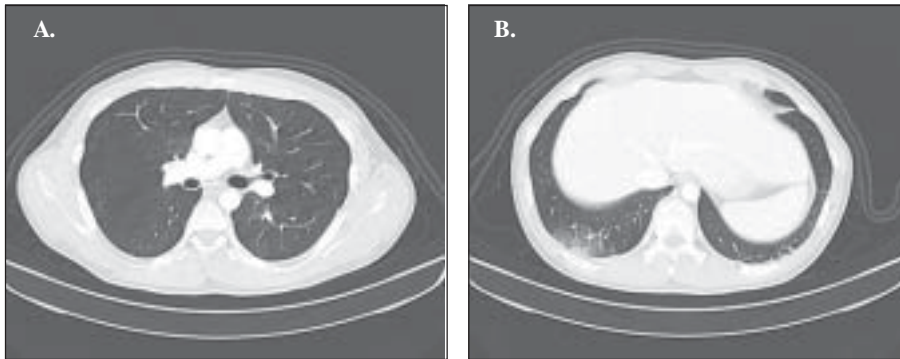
Angiotomografía de tórax que muestra alteraciones compatibles con Tromboembolismo Pulmonar. A. Defecto de llene parciales a nivel de las arterias segmentarias basal posterior y basal lateral del lóbulo inferior derecho y en la segmentaria basal lateral del lóbulo inferior izquierdo. B. Opacidades en vidrio esmerilado y relleno alveolar en la periferia del segmento basal posterior y lateral derecho, posiblemente secundarios a hemorragia alveolar, concordantes con zonas de tromboembolismo descritas.
